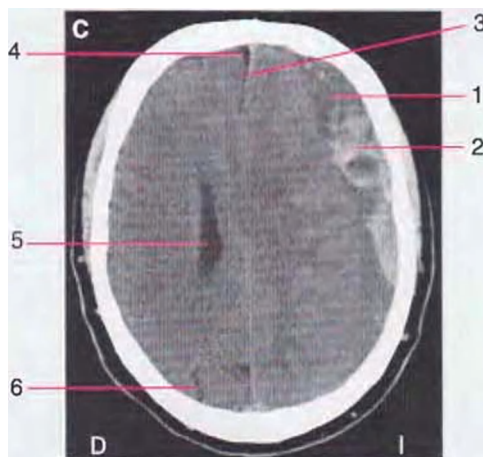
Uso de la TC para mostrar patología intracraneal. Por convención, todos los escáneres axiales (tanto TC como RM) se orientan con la parte anterior hacia la parte superior de la página y la izquierda del paciente en el lado derecho, como si se estuviese mirando hacia arriba desde los pies del paciente. (Proporcionados por el Dr. Raymond F. Carmody.)
